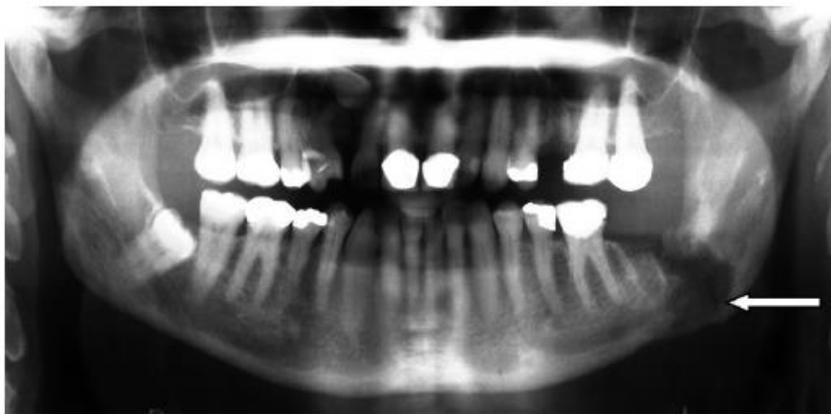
Ortopantomografía mostrando fractura patológica mandibular por osteomielitis crónica.³⁴
